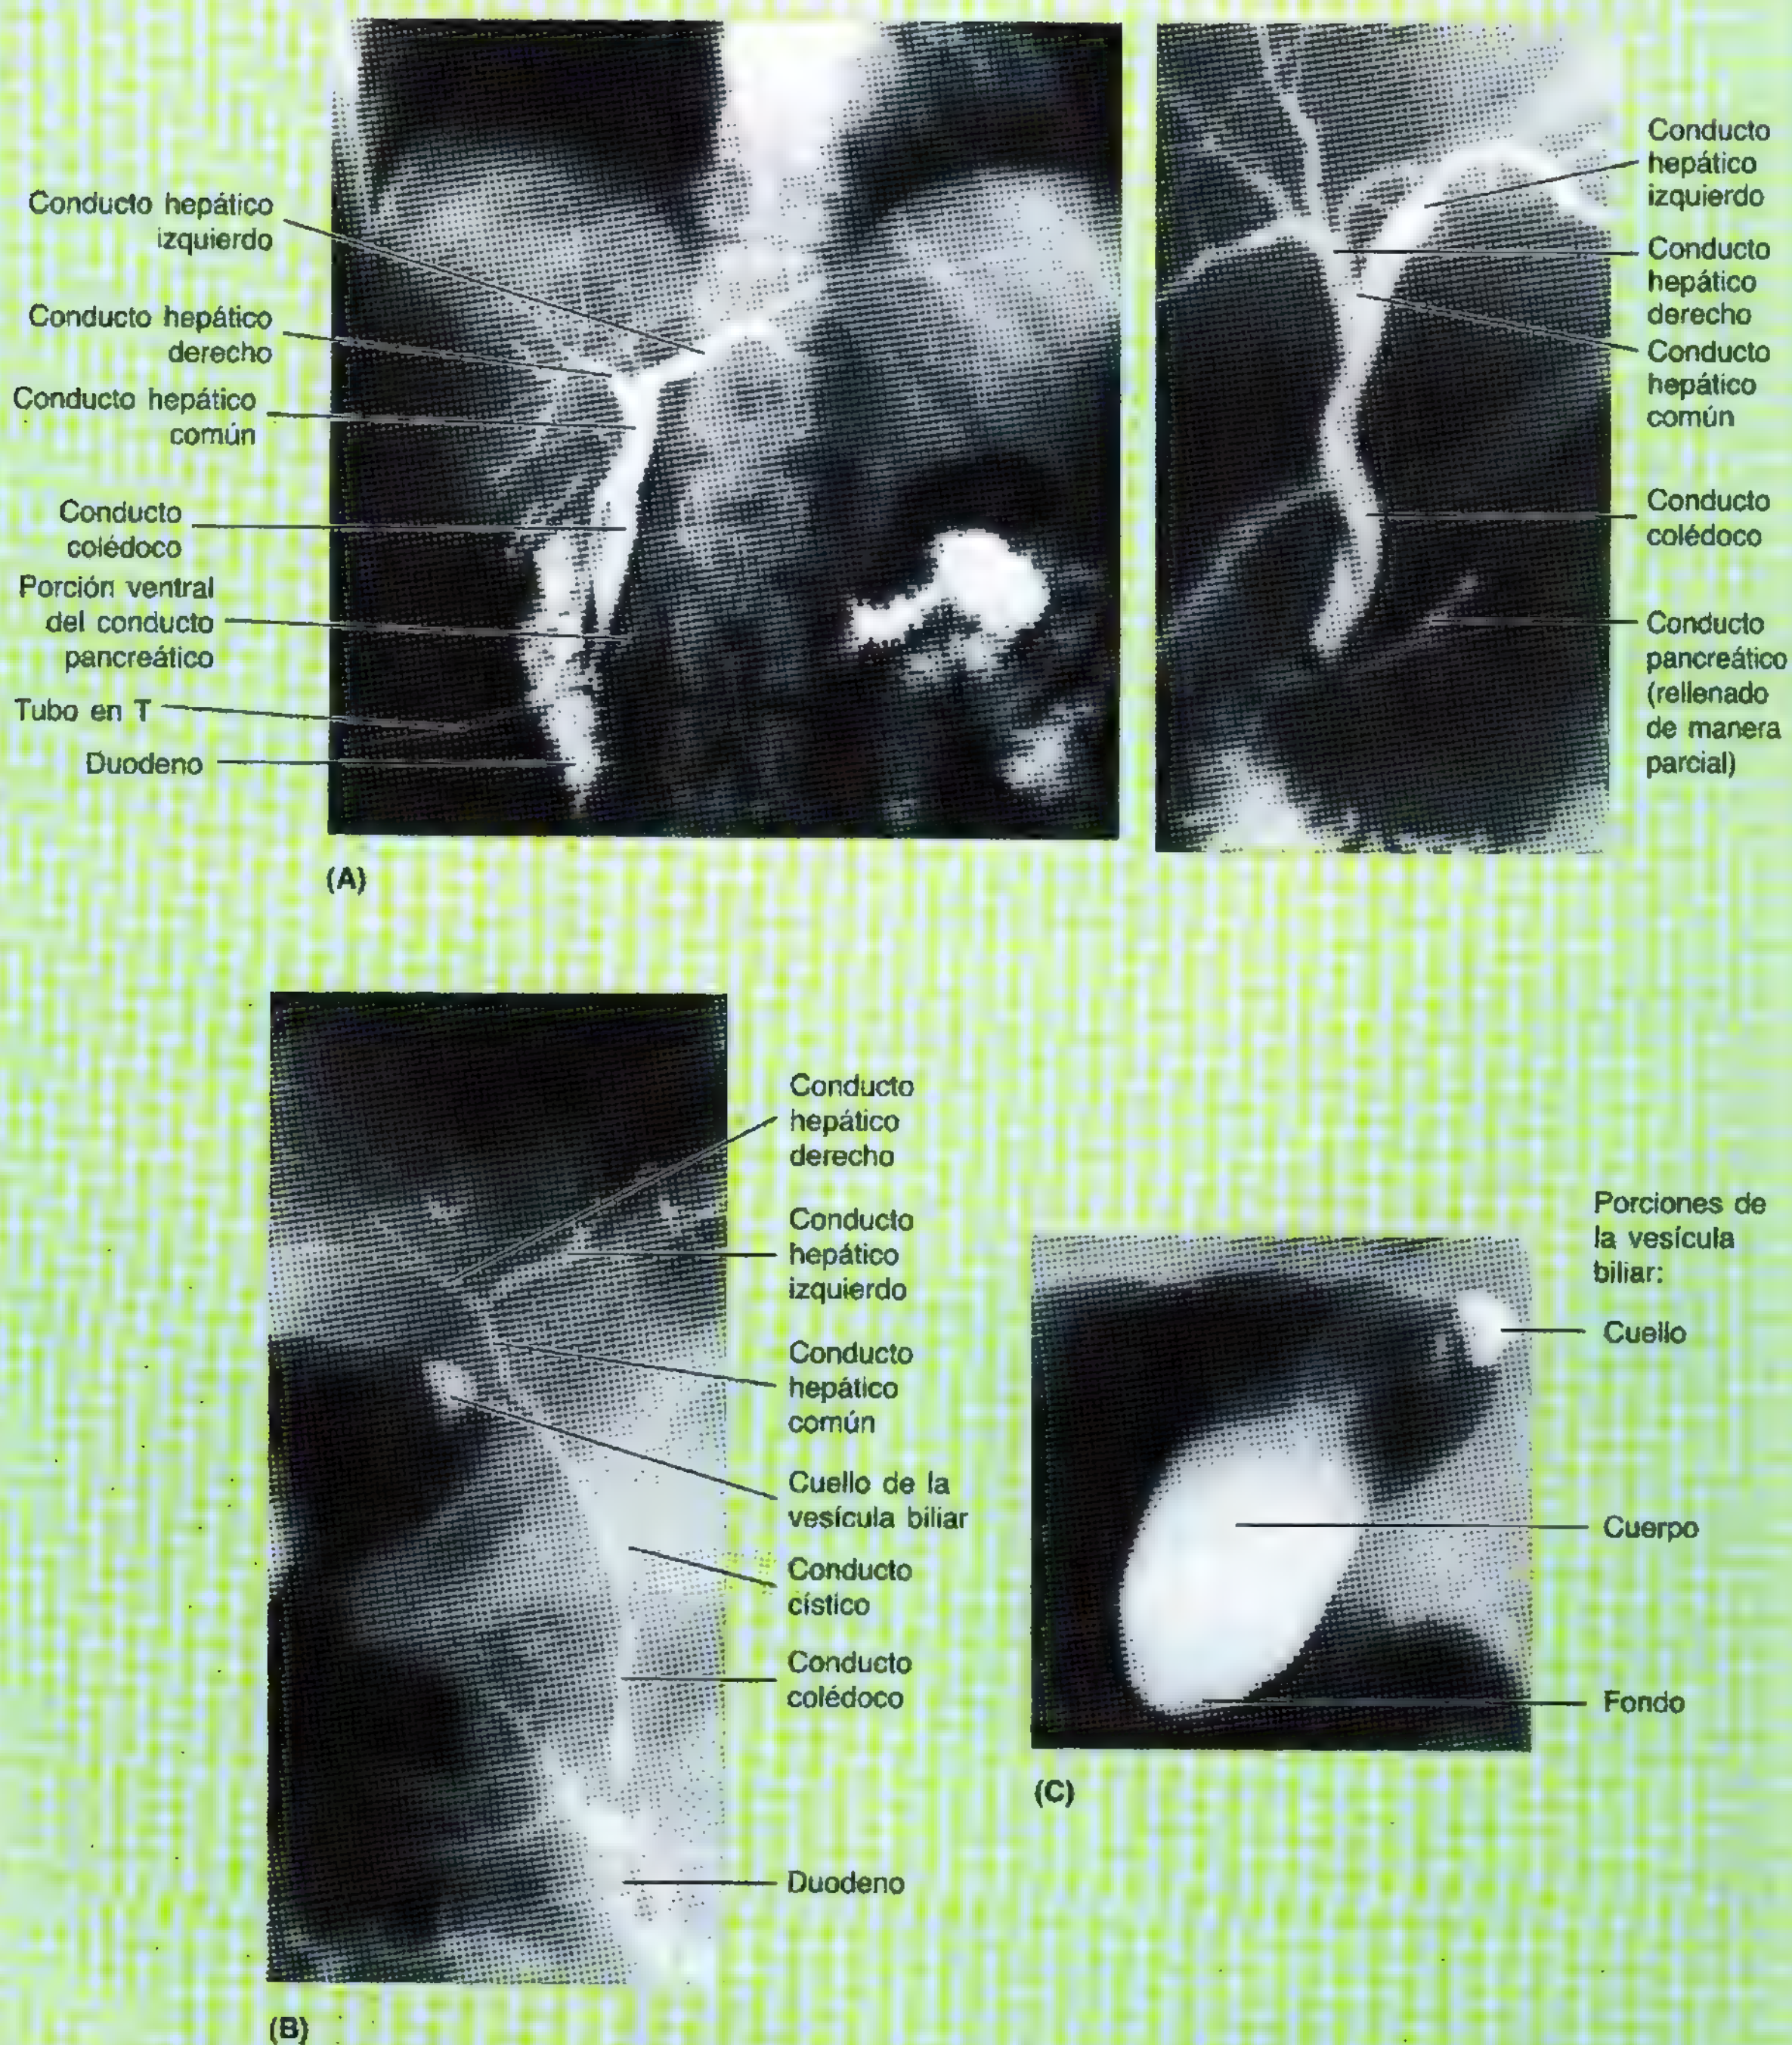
Radiografías de los conductos biliares y de la vesícula biliar. A. Después de una colicistectomía abierta se inyectó un medio de contraste a través del tubo en T introducido en los conductos biliares (Cortesía del Dr. J. Helsin, Toronto, Ontario, Canadá.) B-C. Colangiografía retrógrada endoscópica de la vesícula biliar y de los conductos biliares. El conducto cístico suele situarse a la derecha del conducto hepático común y se une a él justo encima de la porción superior del duodeno. El trayecto y la longitud del conducto cístico varían. (Cortesía del Dr. G.B. Haber, Profesor ayudante de Medicina, Universidad de Toronto, Toronto, Ontario, Canadá.)
